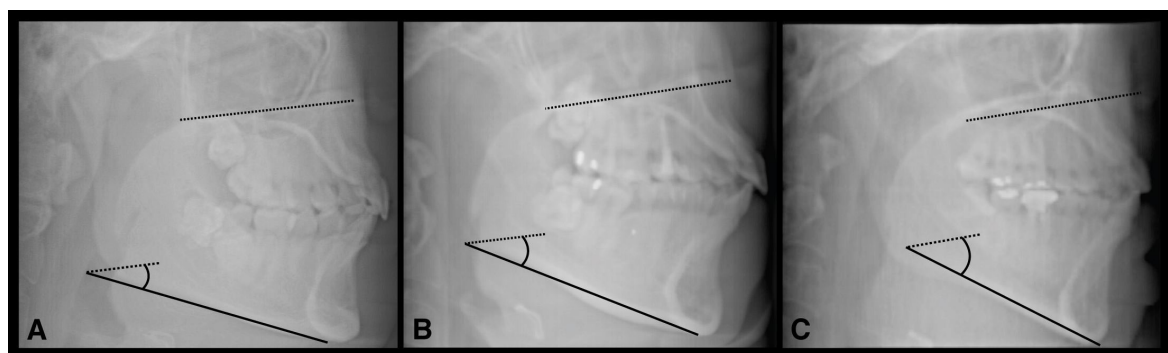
PP-MP angle measurement in a sagittal maximum intensity projection view of the CBCT image. (A) skeletal deepbite patient, (B) skeletal normal bite patient, and (C) skeletal openbite patient.
